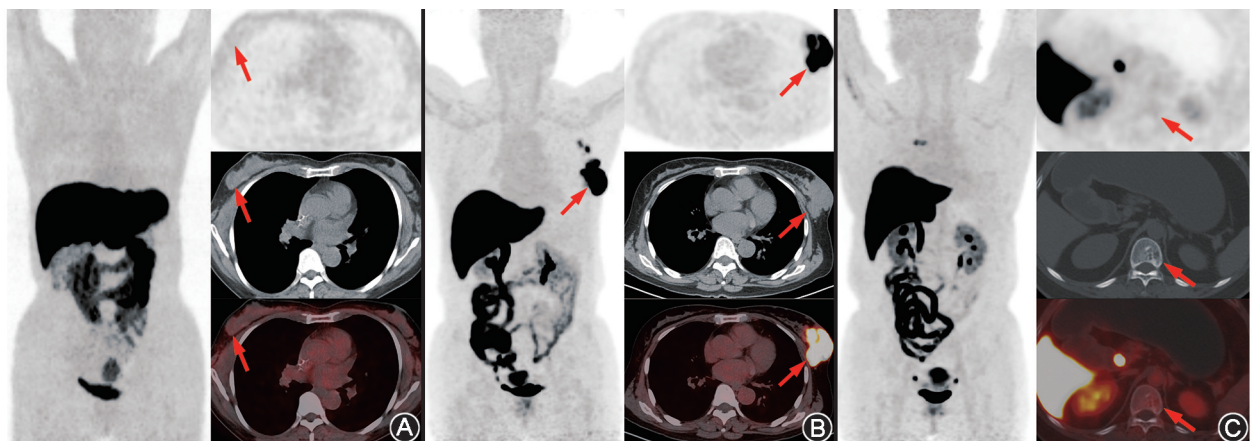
不同雌激素受体(ER)表达的乳腺癌患者 16 α -¹⁸F-17 β -氟雌二醇(¹⁸F-FES)PET/CT 显像图 A.患者女,57 岁,右乳肿块¹⁸F-FES 摄取与周围本底相似,SUV_{max} = 1.8(箭头示),免疫组织化学(IHC)结果为 ER-1/ER-10 阴性(0%);B.患者女,67 岁,左乳肿块¹⁸F-FES 高摄取,SUV_{max} = 21.0(箭头示),IHC 结果为 ER-1/ER-10 阳性(80%);C.患者女,41 岁,T11 椎体病灶¹⁸F-FES 摄取与周围本底相似,SUV_{max} = 1.9(箭头示),IHC 结果为 ER-1 阳性/ER-10 阴性(5%)
